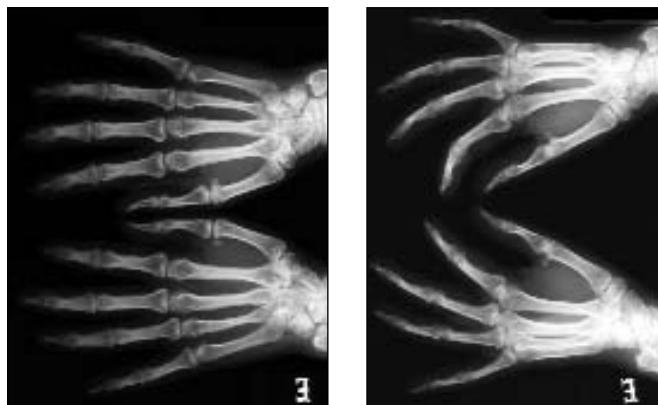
Radiografia das mãos: osteopénia difusa; acro-osteólise das falanges do segundo dedo da mão esquerda e do terceiro dedo da mão direita.
